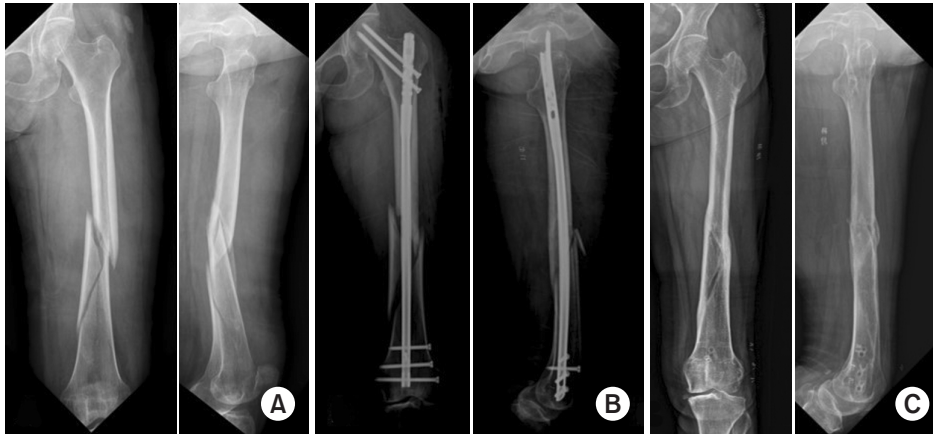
(A) Radiographic image of a low-energy injury distal femoral shaft fracture (anterior-posterior and lateral). (B) Radiographic image of a recontype antegrade intramedullary nailing (anterior-posterior and lateral). (C) Following bone union, radiographic image of implant removal (anterior-posterior and lateral).
